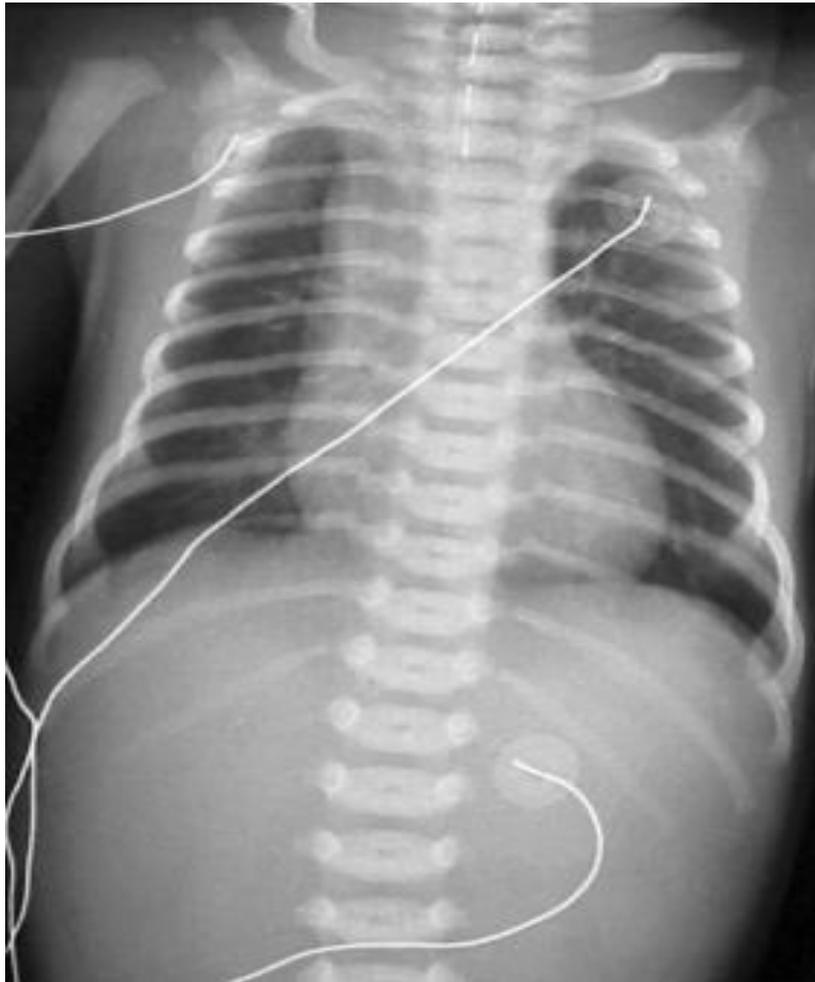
Röntgenaufnahme einer kompletten Ösophagusatresie, Bild entnommen aus ⁶⁷
